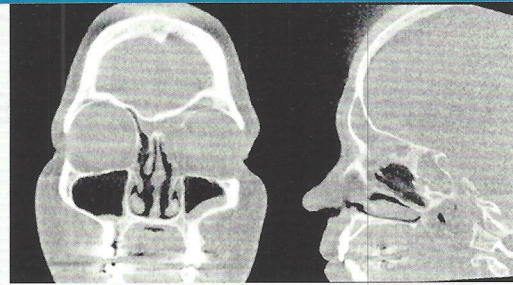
Zustand nach Pansinus-Revision bei klinisch bekannter Mukozele der linken Stirnhöhle, Sinus frontalis bds. mit Verlegung, Defekt des linksseitigen ethmoidalen Daches und der Lamina der medialen Orbitawand. Eine mögliche Pelottierung der extra-konalen Augenmuskeln links war methodisch bedingt nicht möglich, hier wurde zur weiteren Beurteilung eine MRT oder ein CT empfohlen.
